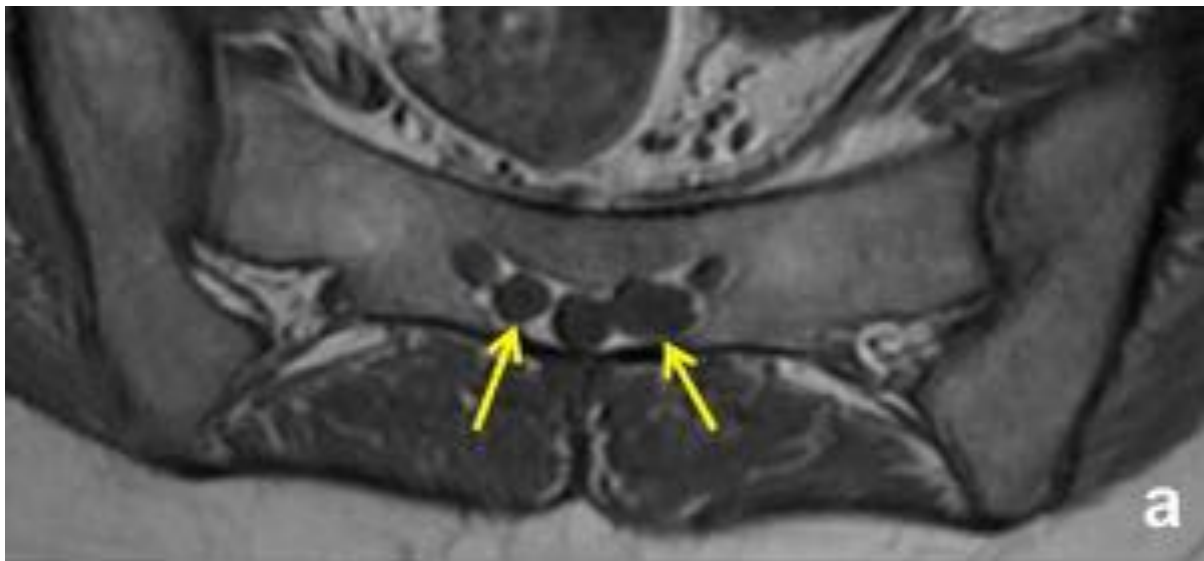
RM en plano sagital T1 (a) y T2(b), y plano axial T1 (a) y T2(b). Lipomatosis epidural posterior (\*) que condiciona estenosis de canal medular lumbar (flechas amarillas). Fracturas vertebrales lumbares crónicas con discopatía degenerativa.
